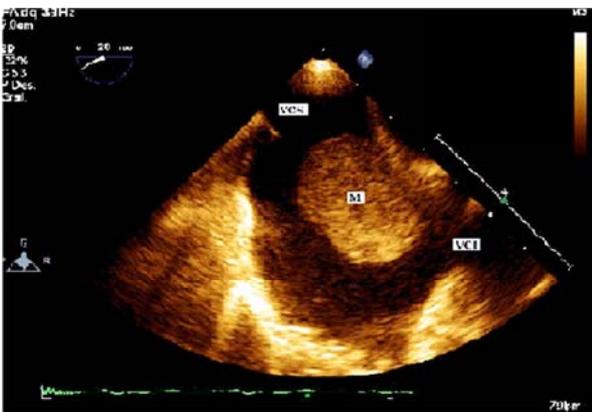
Ecocardiografía transesofágica vista transgástrica a 28 grados de rotación. Obsérvese sitio de anclaje del mixoma con base cecil al tabique interauricular. TIA: tabique interauricular. VCI: vena cava inferior, VCS: vena cava superior.
